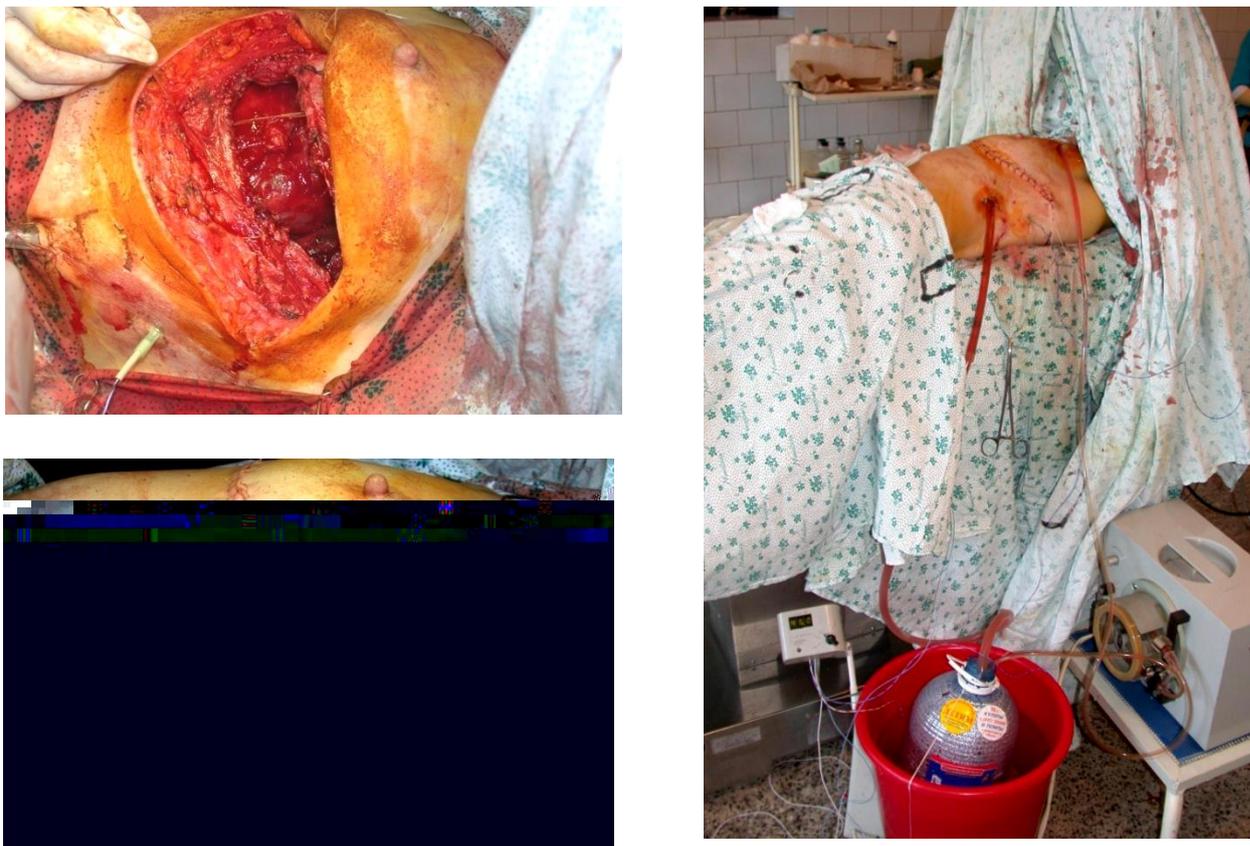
Больная Р. 51 г. Этап операции, внутривидеальная химиогипертермическая перфузия. ИБ № 14975
